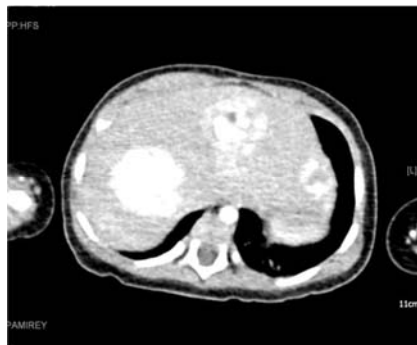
8-місячний хлопчик О., мультифокальні гемангіоми печінки, КТ з контрастуванням, аксіальна проекція; вогнища в 2–3, 4 та 6–7 сегментах; А – артеріальна фаза; Б – фаза печінкової рівноваги.
